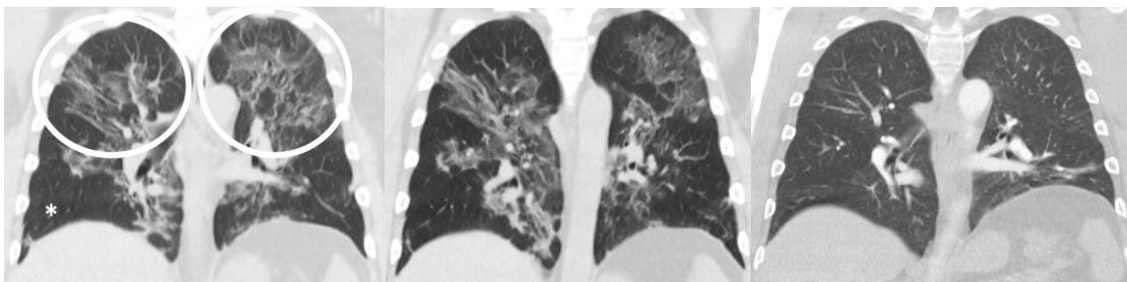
Computertomographie der Lunge: hier sieht man in der rechten und in der linken Lunge ausgedehnte Veränderungen durch COVID-19 (eingekreist). Der nicht betroffene Anteil der Lunge ist mit einem Stern markiert. Mitte: nach vier Wochen sind noch deutliche Reste sichtbar. Rechts: Nach weiteren 12 Wochen ohne weitere Therapie nach der Akutversorgung haben sich die ausgedehnten Befunde fast vollständig zurückgebildet.
